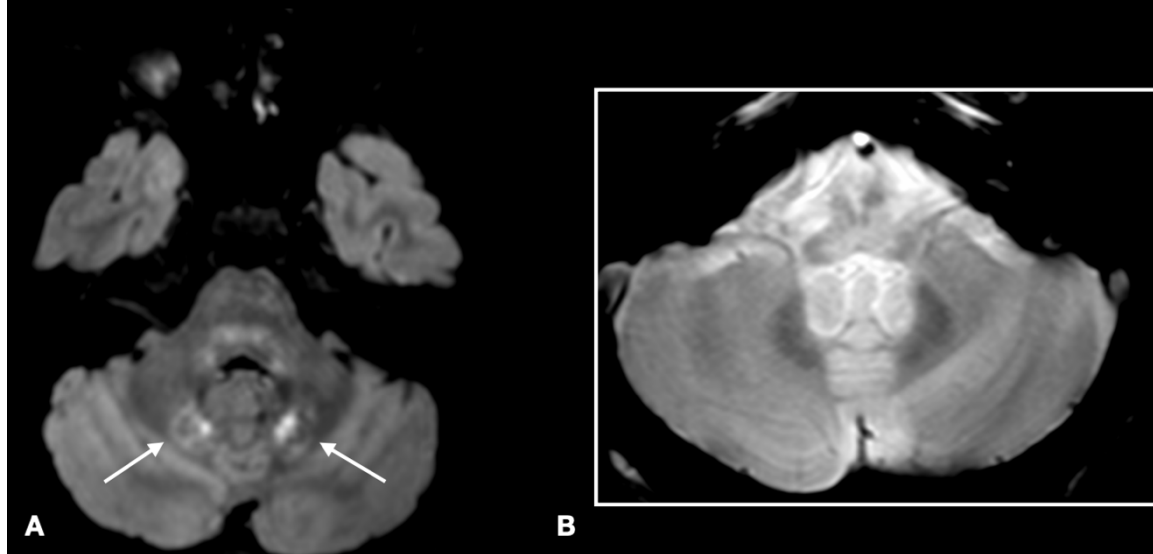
Hypersignal FLAIR centro-pontique « myelinolyse like »
